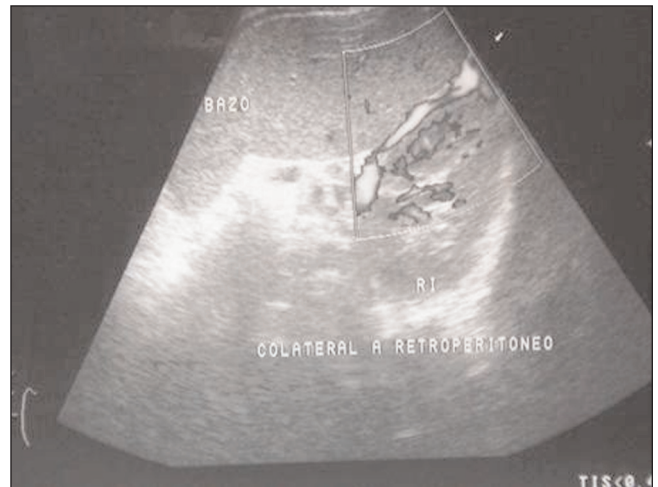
Ecografía abdominal con Doppler: se aprecian a nivel del hilio esplénico colaterales hacia retroperitoneo.
